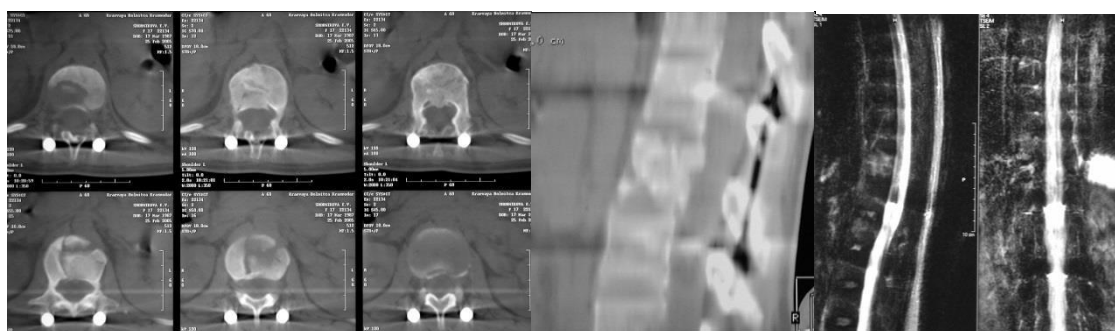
КТ и МРТ после первого этапа операции у пациентки.
